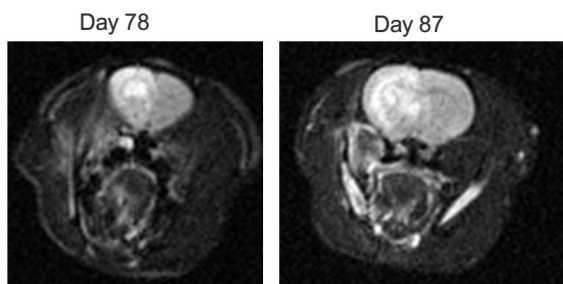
60 Gy X 線照射ラットの経時的 T2 強調 MRI。動物用 MRI で同一個体での経時的観察が可能であった。
